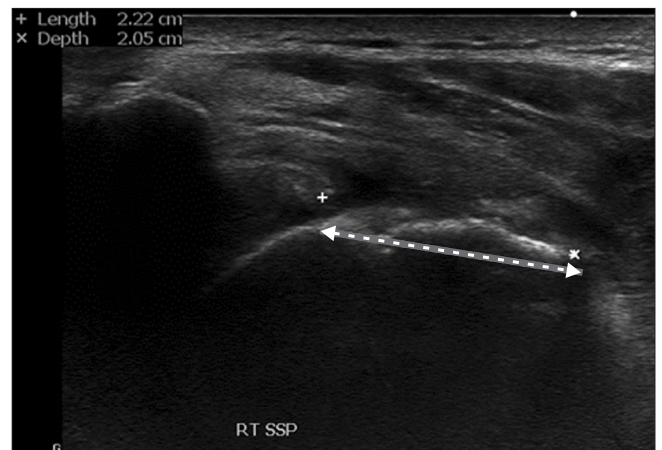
Ultrasonography of the long axis of the SSP showing a medially retracted torn edge (arrow). RT, right; SSP, supraspinatus.
